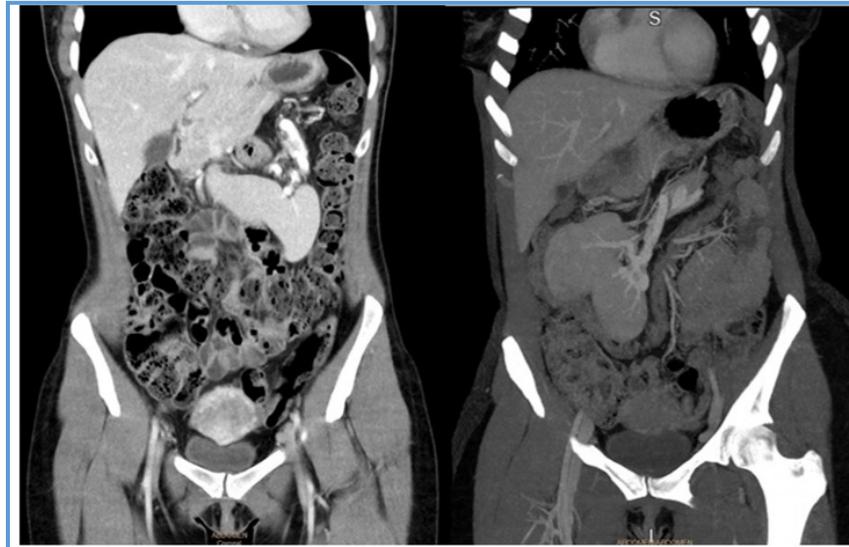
TC abdominal con contraste (izquierda) en 2018 con bazo en epigastrio con rotación del hilio esplénico. TC abdominal con contraste (derecha) en 2020, con bazo en vacío derecho.
